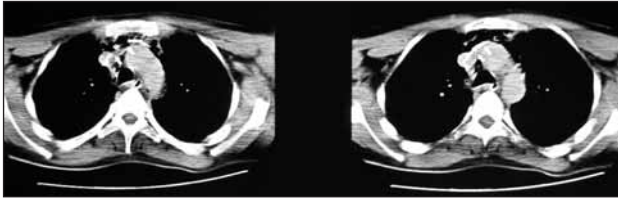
Olgunun kliniğe kabul bilgisayarlı tomografi görüntüsü.
